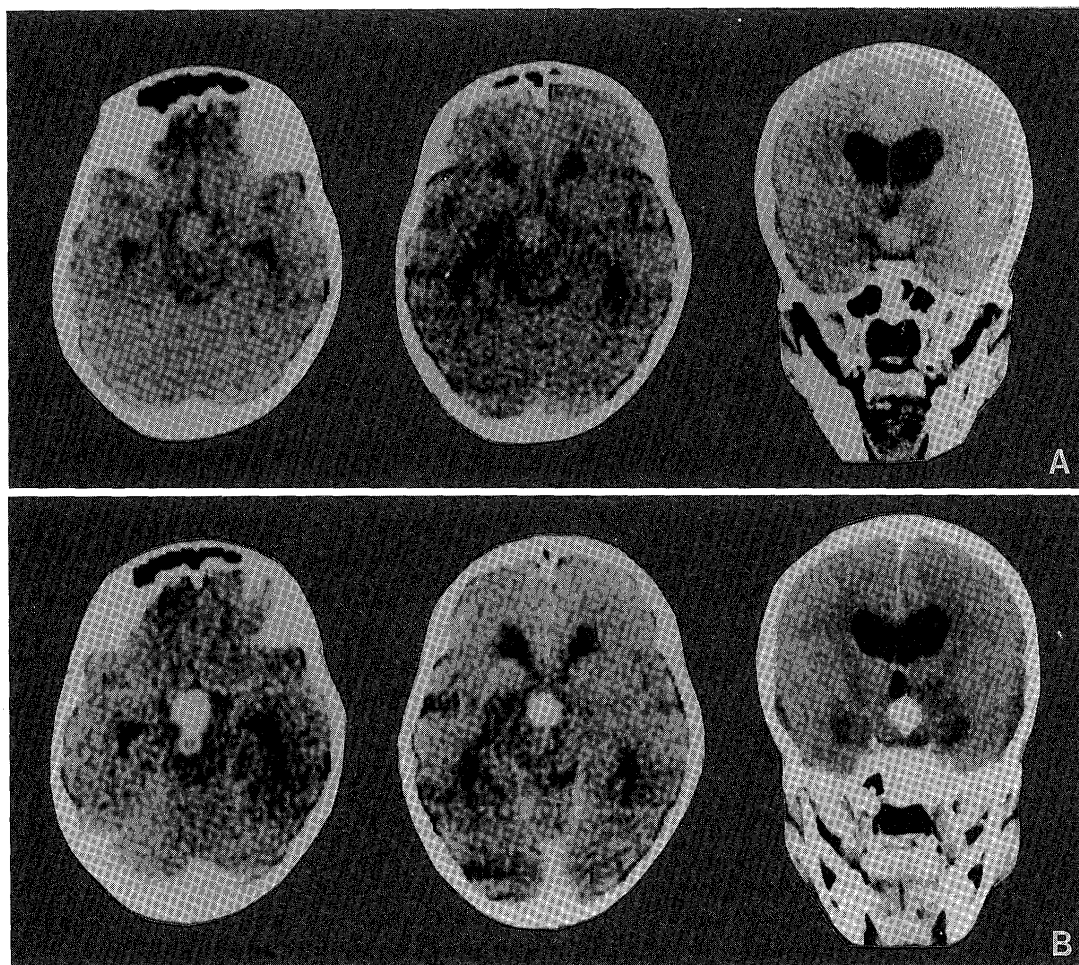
A: Precontrast computerized tomography (CT) scan showing a slight high-density area in the suprasellar region. B: Postcontrast CT scan showing diffuse enhancement.
